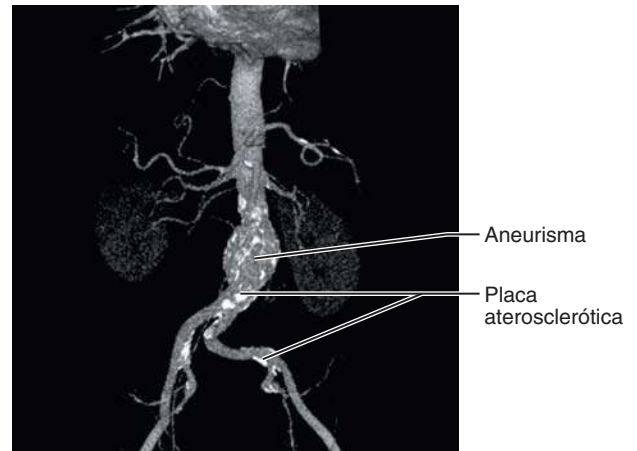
Angiografia por TC com 64 detectores de um aneurisma da parte abdominal da aorta
